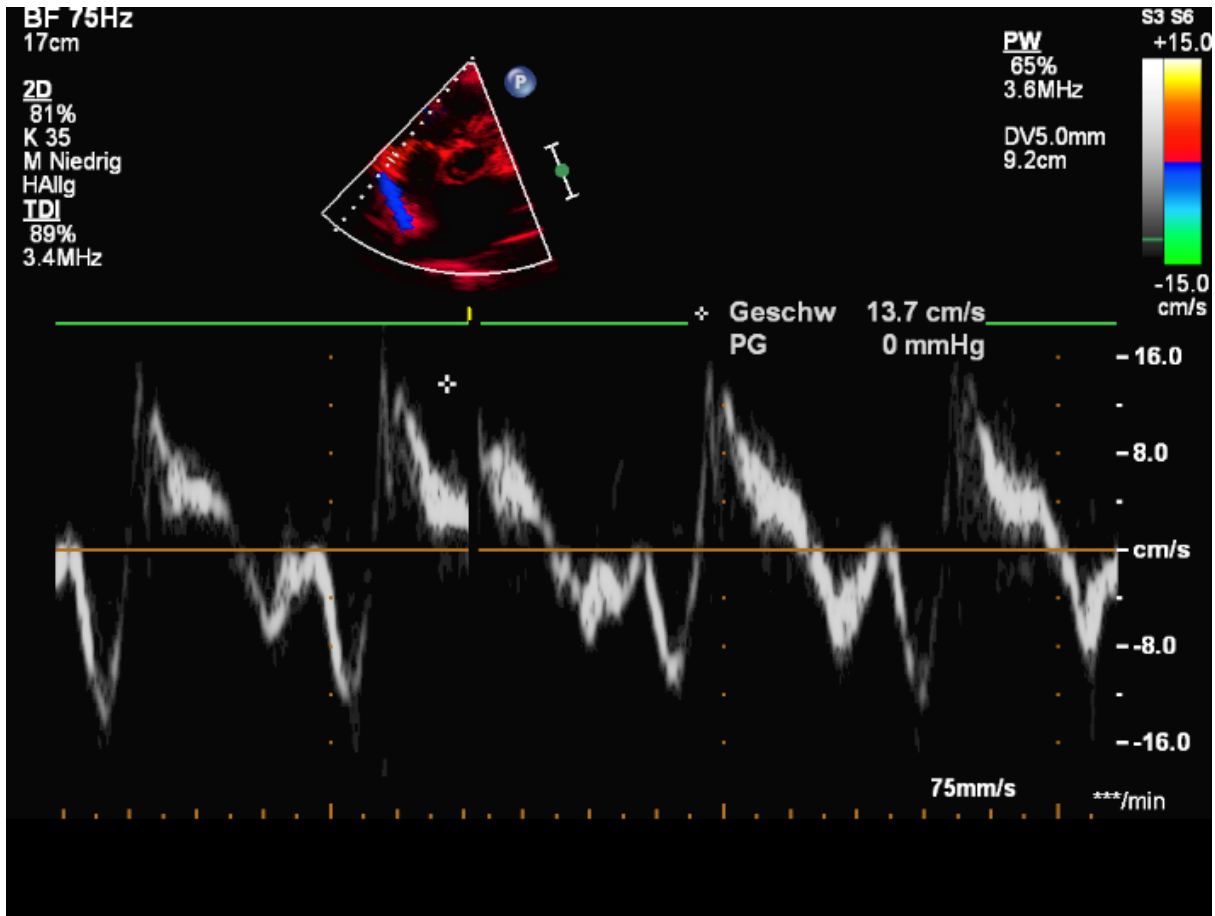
Gewebedopplerechokardiographie im apikalen 4-Kammer Blick: In diesem Fall eine repräsentative Messung bei einem gesunden 15-jährigen Knaben. Die TAPSV beträgt 13,70 cm/s [6].
